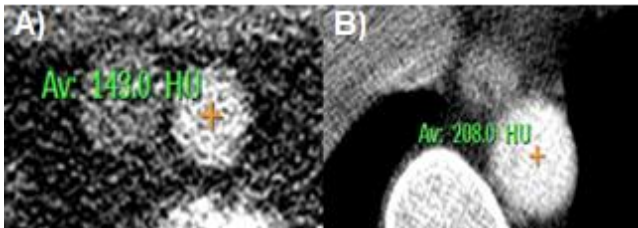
Imagens clínicas da fase de *tracking* e o número CT detectado na artéria (A) rotina (143 HU) e (B) otimizado (208 HU).
